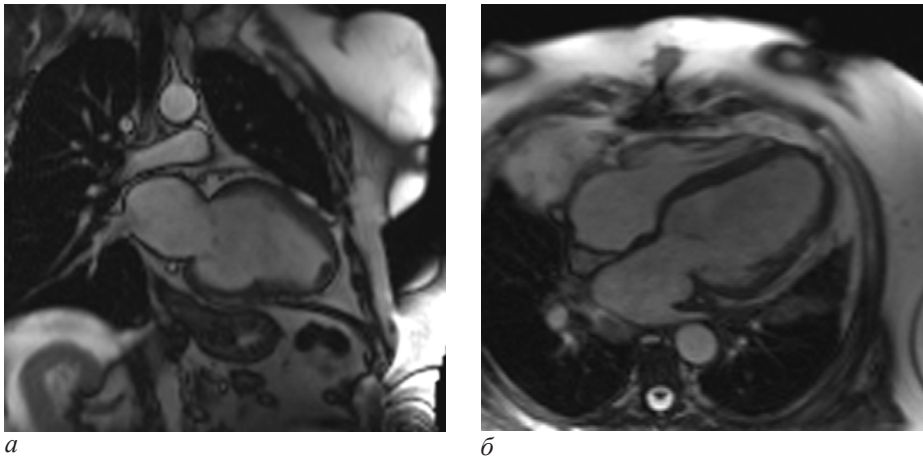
Результаты МРТ-исследования пациента с передней и задней аневризмой:
